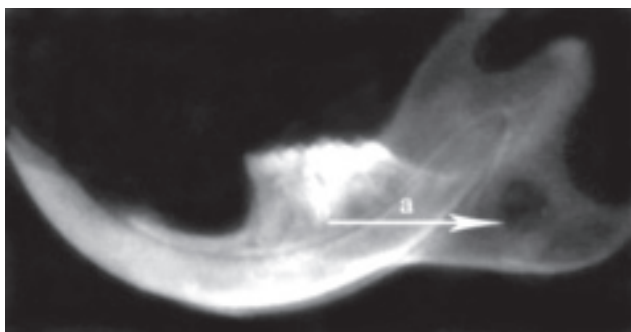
Рентгенологічний знімок нижньої щелепи щура зліва. Контрольна група, 21 доба експерименту.
